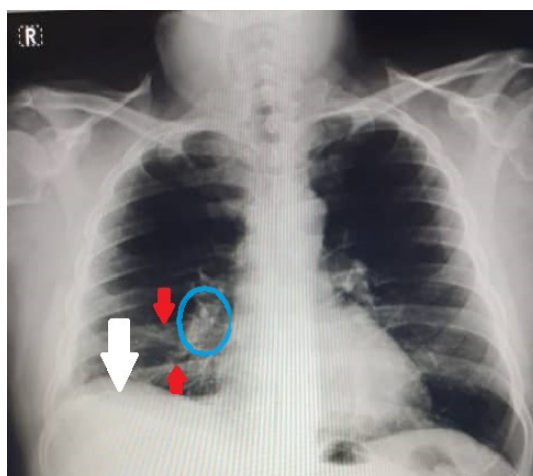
Radiografía de tórax evolutiva (vista PA).
